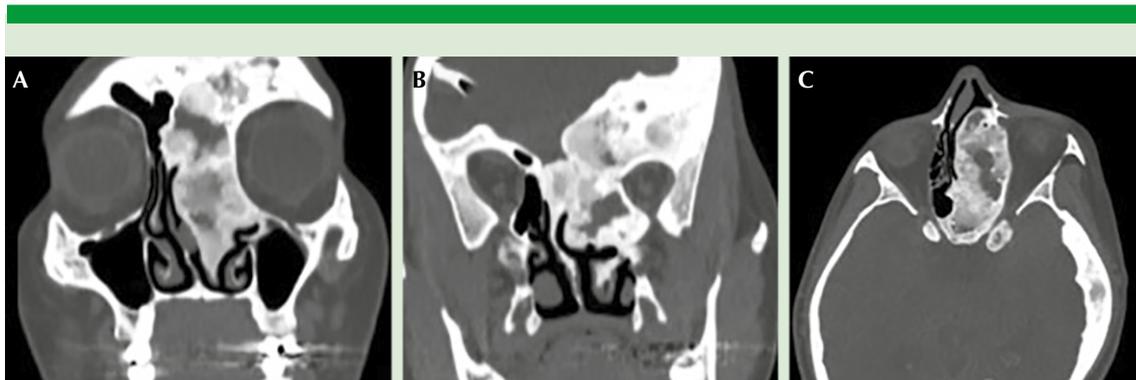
Tomografía computada simple de nariz y senos paranasales preoperatoria. A. Plano coronal que muestra una tumoración izquierda dependiente del cornete medio, el etmoides, el hueso frontal y parietal izquierdo con un patrón en vidrio despulido. B. Plano coronal que muestra un área heterogénea que se extiende hacia el esfenoides y el hueso temporal izquierdo con un patrón en vidrio despulido. C. Plano axial que muestra la lesión extendiéndose desde el etmoides hasta el esfenoides izquierdo en patrón de vidrio despulido.
